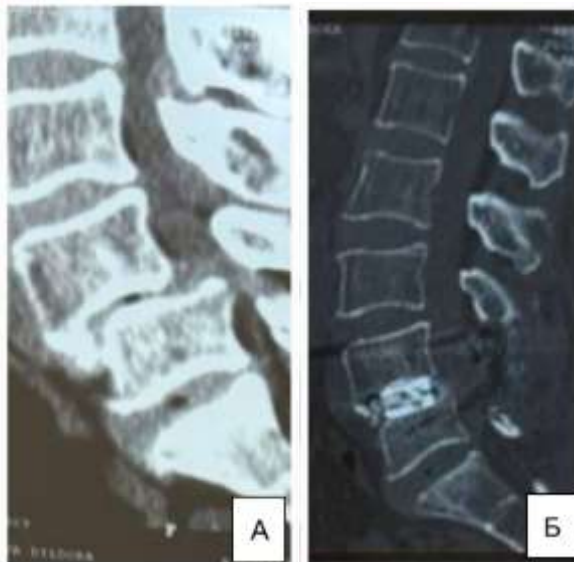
МСКТ исследования до и после задней межтеловой и транспедикулярной фиксации L4- L5 позвонков. А – дегенеративный нестабильность с спондилолистезом L4 позвонка. Б – в динамике видно что появления межтелового костного блока L4-L5 позвонков.
